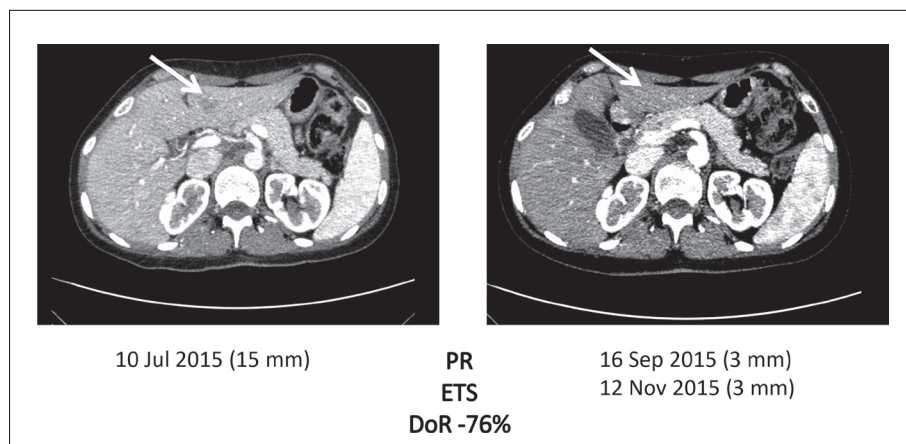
TAC scan al basale e post-trattamento con FOLFIRI e aflibercept a intento neoadiuvante per chirurgia epatica. La presenza di vanishing lesion obbligherà il chirurgo a effettuare la resezione nelle sedi topografiche basali.
